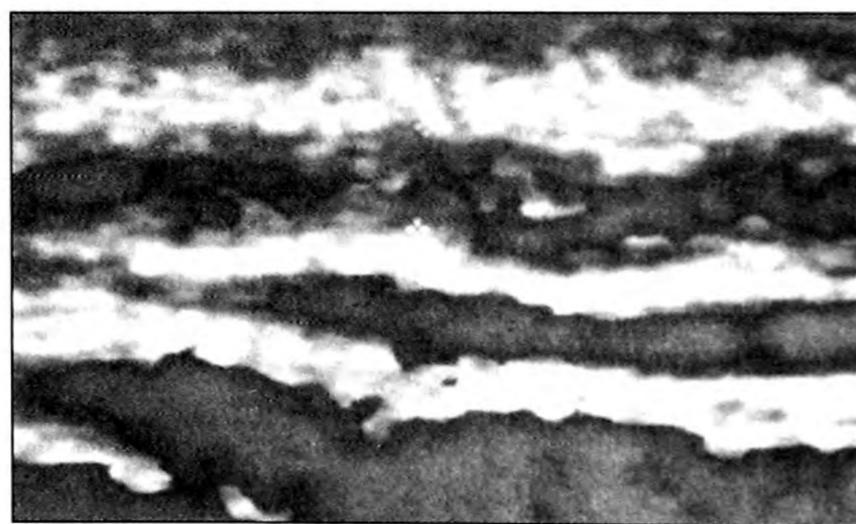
Estudio de Doppler color muestra flujo filiforme en la vena superficial.
